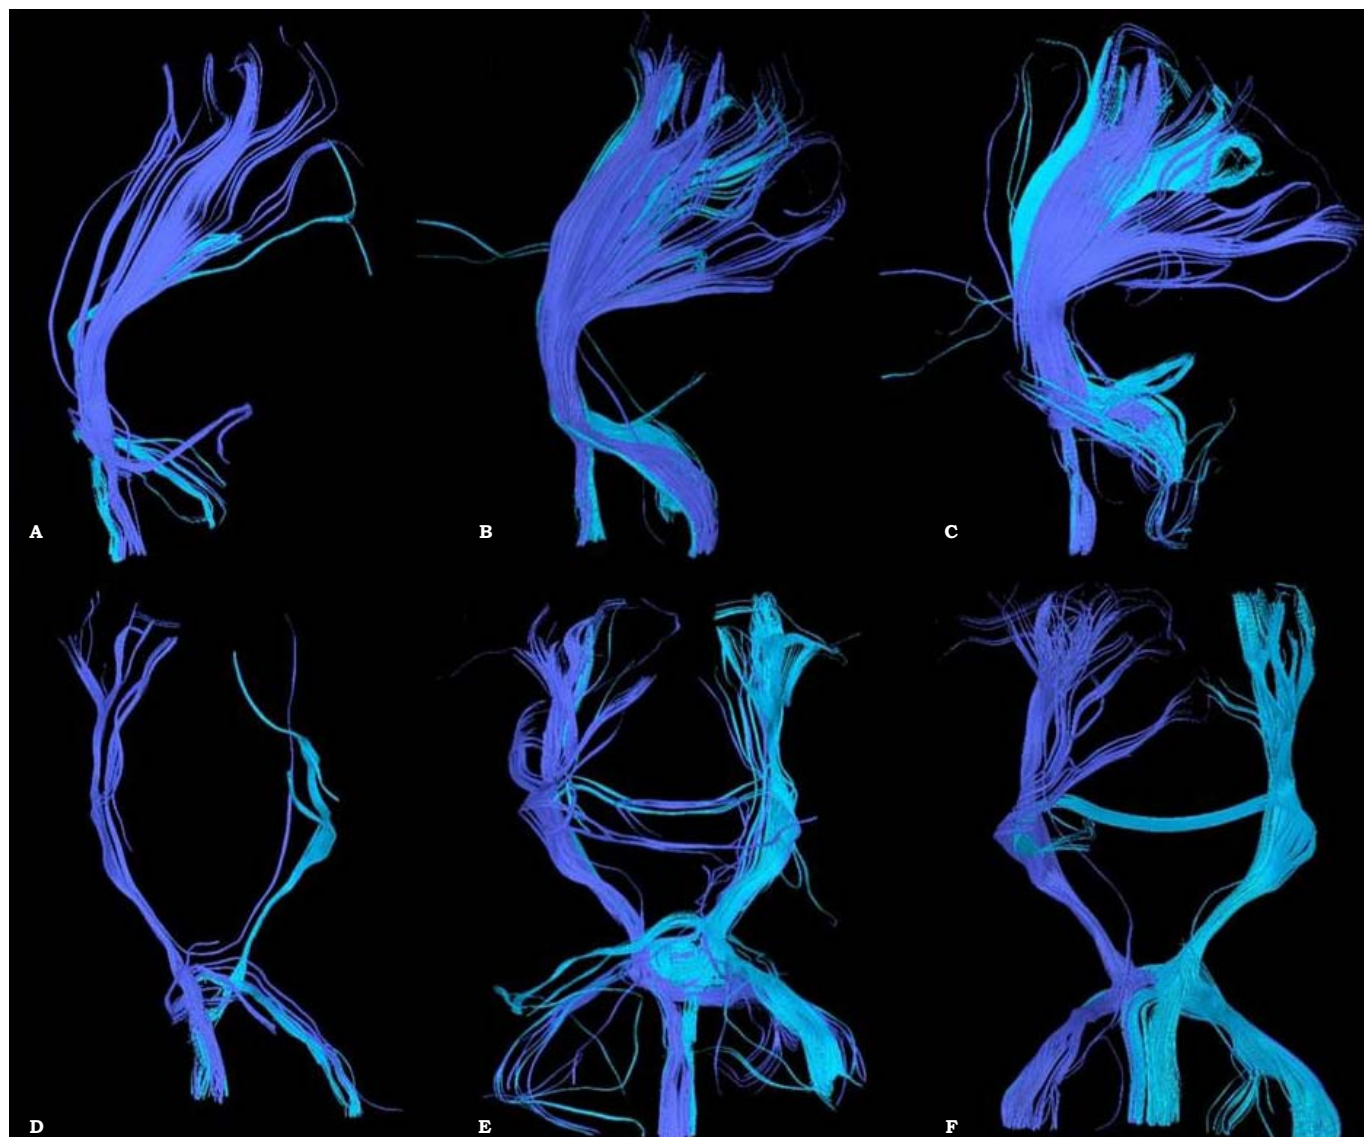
Tractografía por IRM con tensores de difusión (DTI) en sujeto con ELA sometido a terapia celular. Vista lateral de tractografía al tiempo 0 (A); seis meses después (B) y 12 meses después del trasplante (C). Vista coronal del mismo sujeto; tiempo 0 (D); seis meses (E) y 12 meses (F) después del trasplante celular en región frontal motora.
